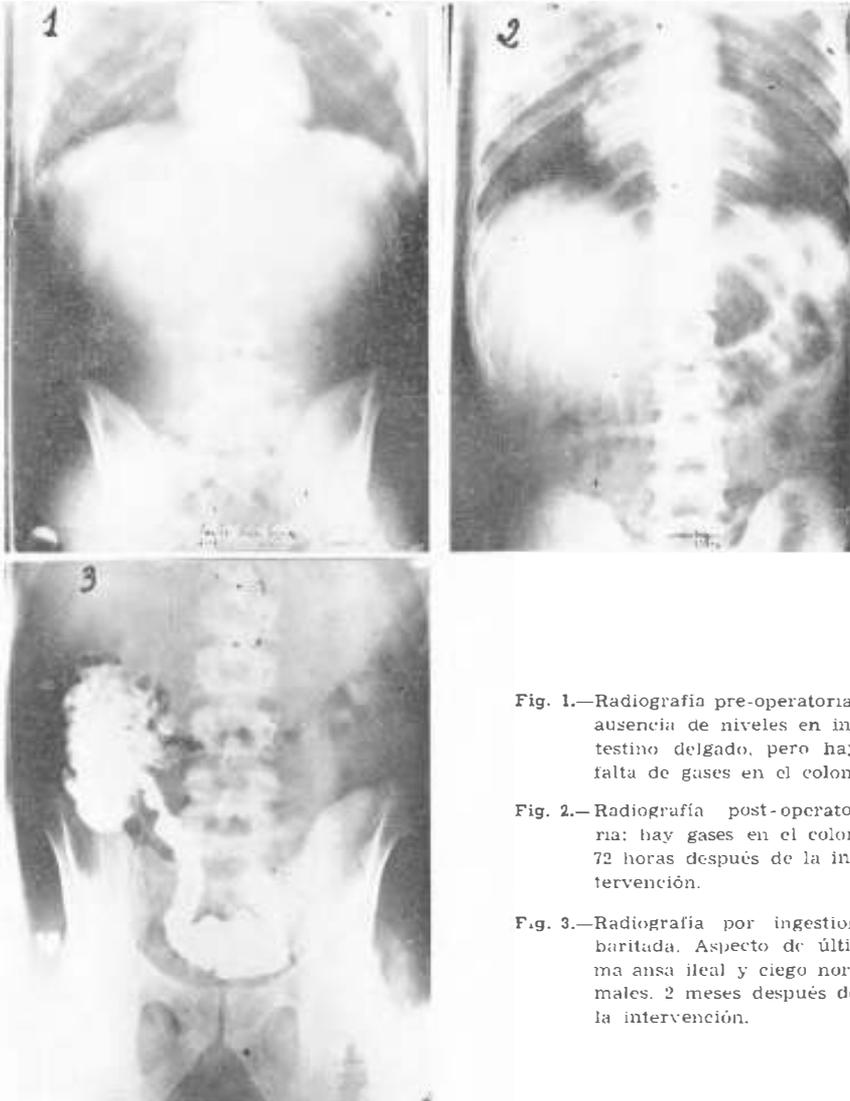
Radiografía pre-operatoria: ausencia de niveles en intestino delgado, pero hay falta de gases en el colon.
